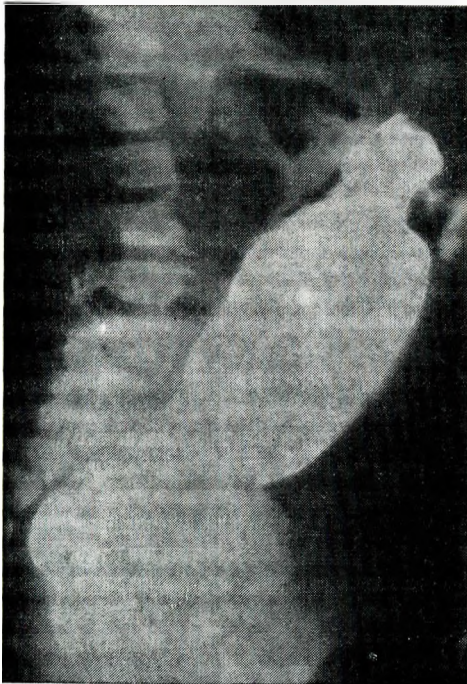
Рентгенограмма (после бариевой клизмы) толстой кишки 3-летней девочки с болезнью Гиршпрунга. Аганглионарный дистальный сегмент сужен, над ним виден растянутый нормально иннервированный участок толстой кишки.
